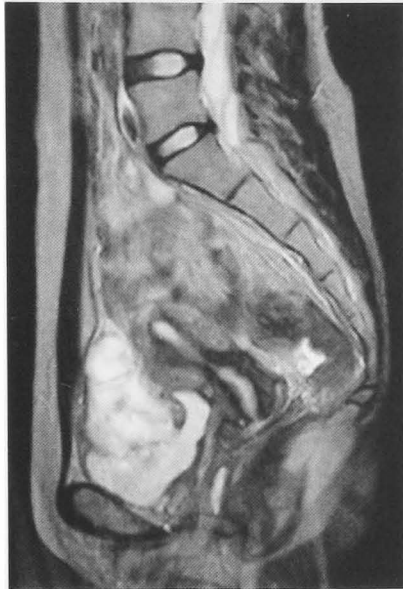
MRI (T2-weighted image) demonstrated a tumor extending from umbilicus to the bladder dome.
